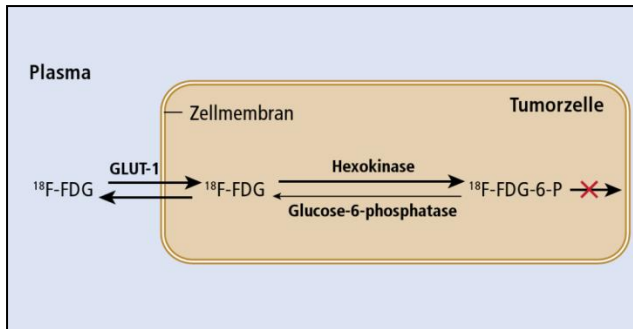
FDG-Metabolismus
